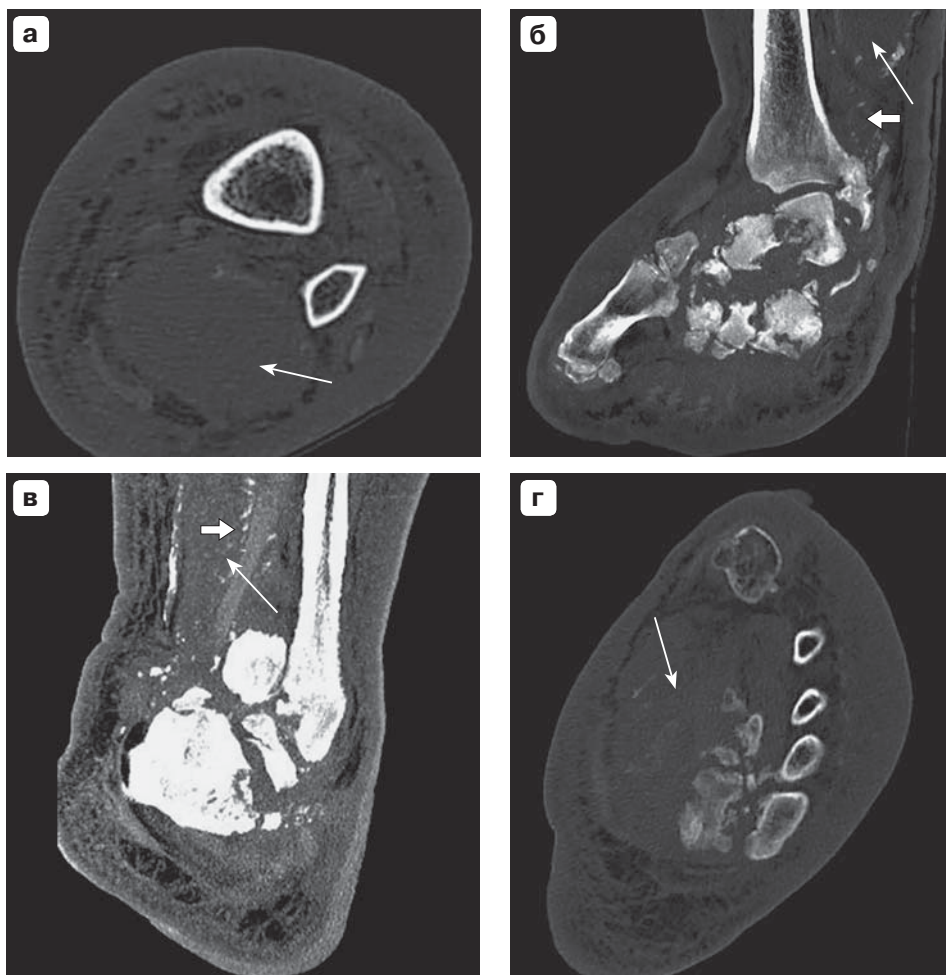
Компьютерные томограммы правой стопы и голени: а – аксиальная проекция, костный режим, в глубоком клетчаточном пространстве голени определяется густая жидкость (гной) (тонкая стрелка); б – сагиттальная реконструкция, густая жидкость в глубоком клетчаточном пространстве (тонкая стрелка), свободные костные фрагменты (толстая стрелка); в – фронтальная реконструкция, жидкость в глубоком клетчаточном пространстве (тонкая стрелка), свободные костные фрагменты (толстая стрелка); г – жидкостное скопление по подошвенной поверхности стопы, с распространением в глубокое клетчаточное пространство голени (тонкая стрелка).
